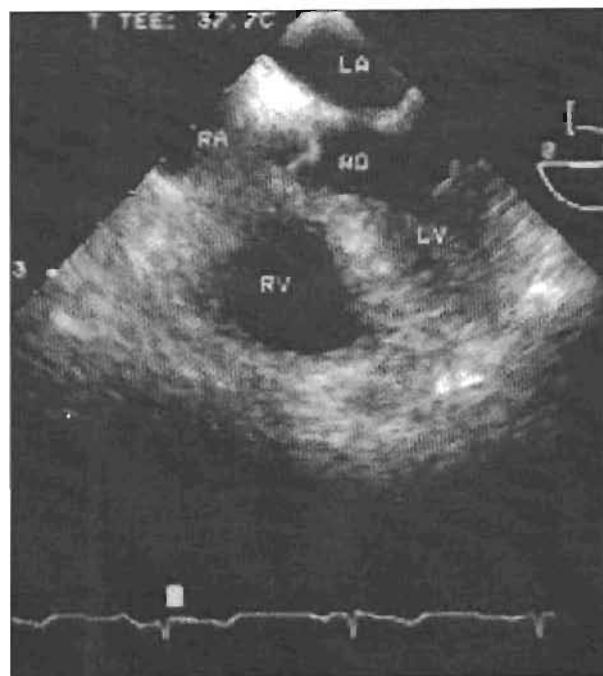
Ecocardiograma Transesofágico en proyección de cinco cámaras. Permite valorar movilidad del VD. LA : Aurícula Izquierda; AO: Aorta; LV: Ventrículo Izquierdo; RA: Aurícula Derecha; RV: Ventrículo Derecho.
